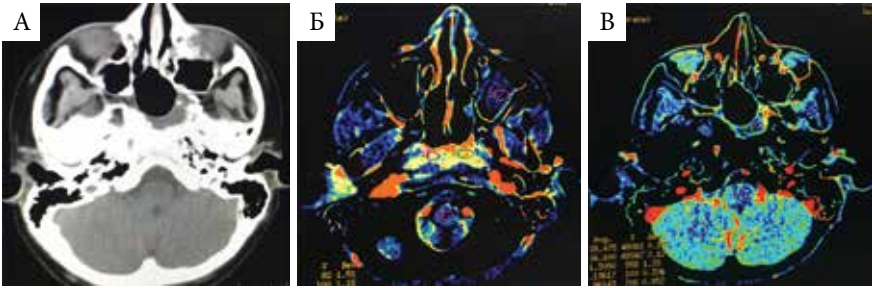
Перфузионная КТ пациента К., 16 лет, третьи сутки после эндоназального удаления ЮАОЧ: А – МСКТ, аксиальная проекция: в клиновидной пазухе имеется мягкотканый субстрат, сложно дифференцировать между резидуальной опухолью, выпотом и реактивным отеком слизистой оболочки; Б – СВВ; В – МТТ: низкие неоднородные гемодинамические показатели содержимого пазухи, нетипичные для ангиофибромы: опухоль удалена полностью
